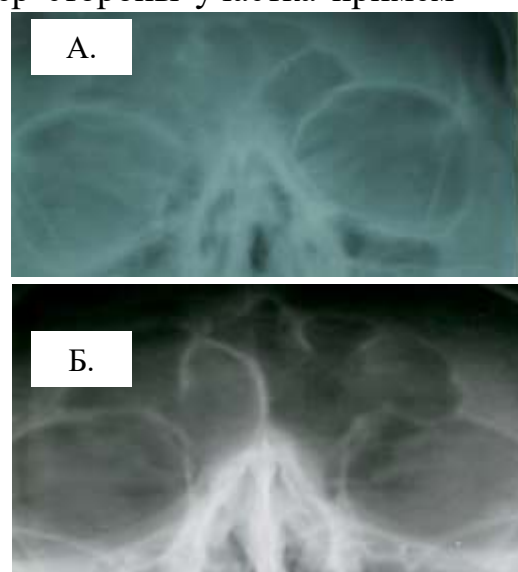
Рентгеновское изображение с низкой(А) и высокой (Б) информативностью
